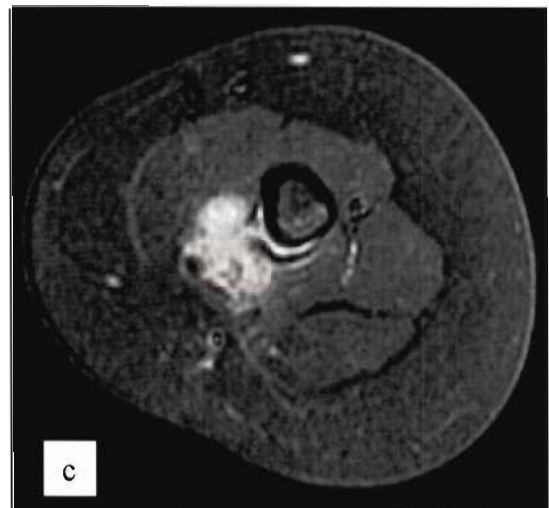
(cas 1) : IRM avec coupes frontale T1 (a), frontale T2 avec saturation du signal de la graisse (« fatsat ») (b) et axiale T1 fatsat après injection de gadolinium (c)
